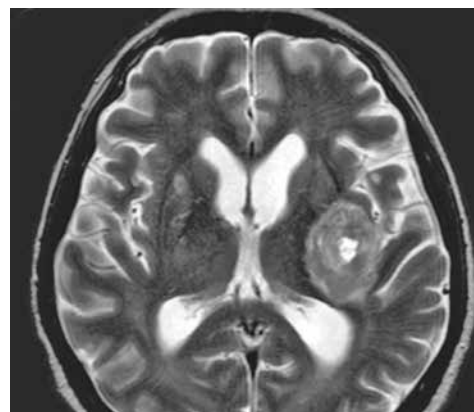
МРТ хворого С. від 04.03.2024. Відзначаються позитивна динаміка, зменшення перифокального набряку
